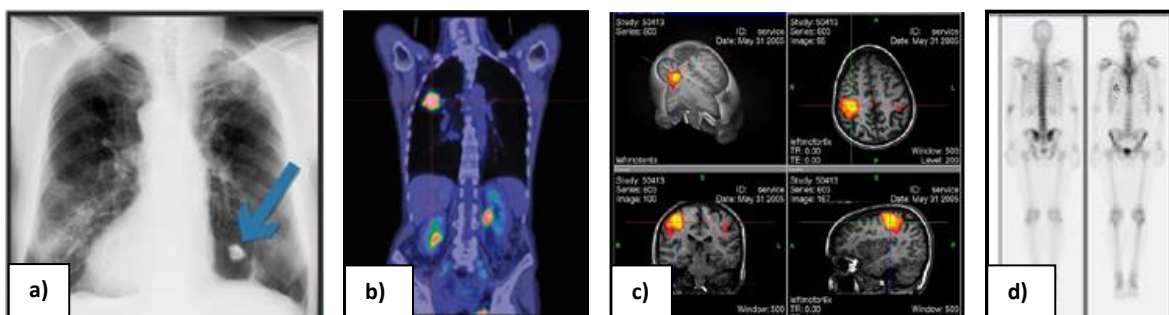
Técnicas de imagen para el diagnóstico del cáncer de pulmón. (a) Radiografía de tórax. (b) Tomografía por emisión de positrones/Tomografía computarizada. (c) Resonancia magnética. (d) Escáner óseo. Todas ellas en pacientes con cáncer pulmonar (Fuente: GEPAC, 2013).
